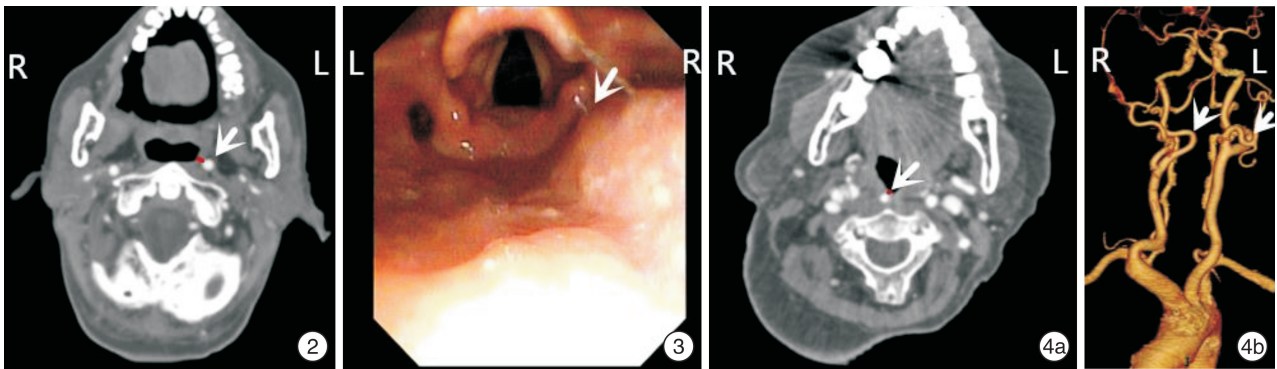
例 2 患者影像学资料 冠状位增强 CT 提示左侧颈内动脉畸形,深红色直线提示畸形颈内动脉与咽部黏膜最短距离为 1.8 mm,白色箭头所示白色圆形颈内动脉; 图 3 例 3 患者影像学资料 纤维喉镜检查提示咽喉部右后侧壁条索状搏动性软组织隆起(箭头所示); 图 4 例 4 患者影像学资料 4a:冠状位增强 CT 提示右侧颈内动脉畸形,深红色直线提示畸形颈内动脉与咽部黏膜最短距离为 1 mm,白色箭头所示白色圆形颈内动脉;4b:CT 血管三维成像提示双侧颈内动脉畸形,右侧向口咽正中移位,左侧向颈外侧移位(箭头所示)。
